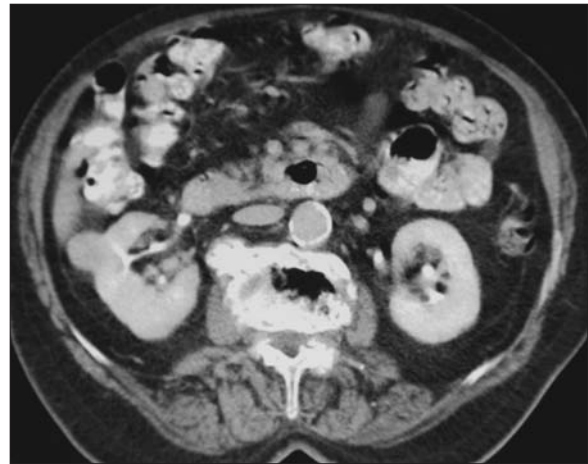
Caso 1: tomografía computarizada antes del tratamiento que muestra un nódulo hipercaptante de 2,1 cm, excéntrico en la región interpolar del riñón derecho.
